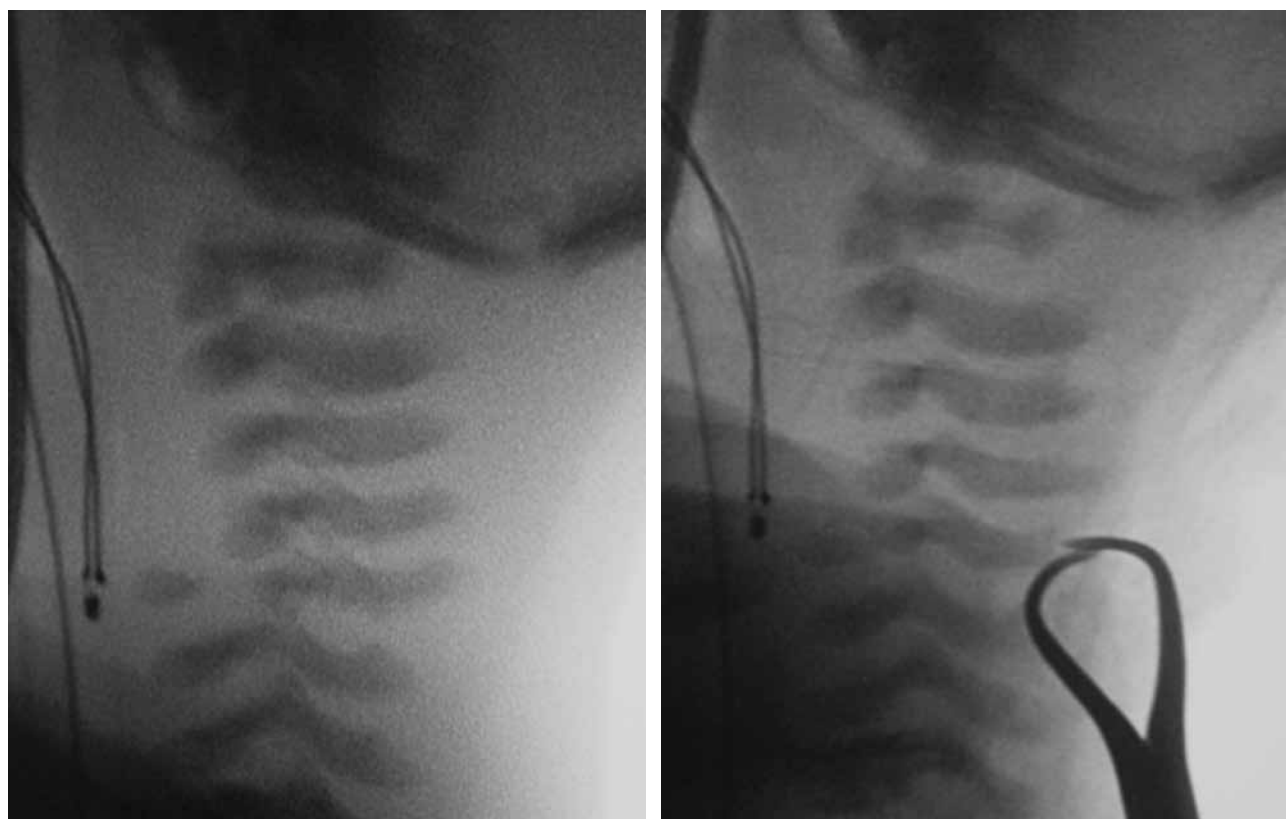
Radiografías intraoperatorias de la reducción quirúrgica.
